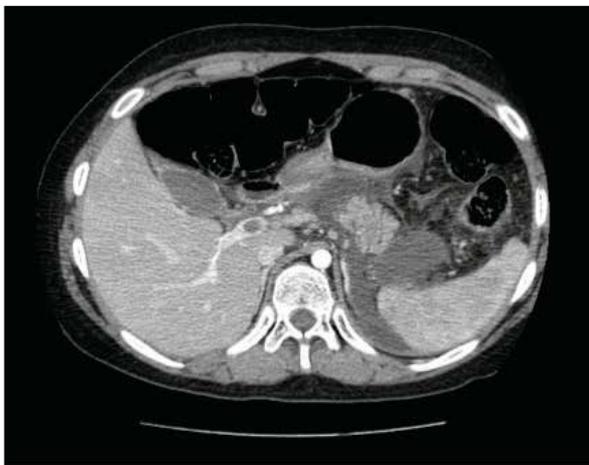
Tomografía abdominal con contraste.
